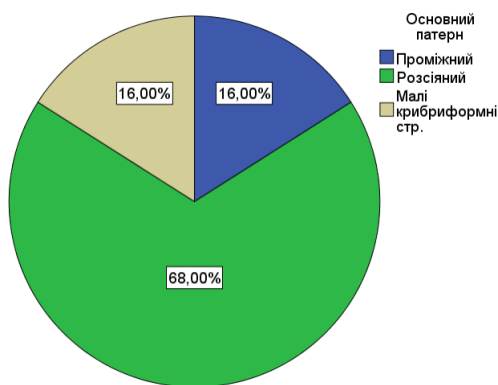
Діаграма частоти основного гістологічного патерну у хворих на РПЗ та сумнівним результатом МРТ (PI-RADS 3)
